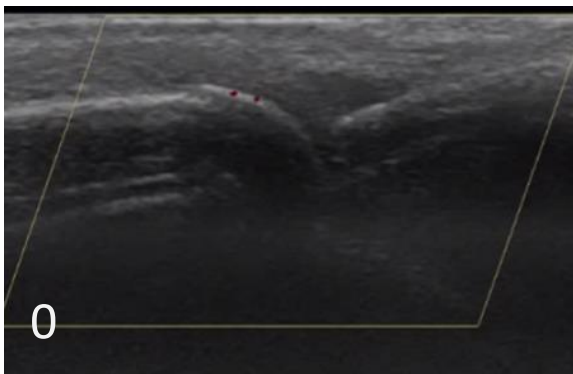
Stopnie wysięku/przerostu błony maziowej - staw nadgarstkowy badanie ultrasonograficzne w projekcji podłużnej grzbietowej w opcji GS [zdjęcia własne]
